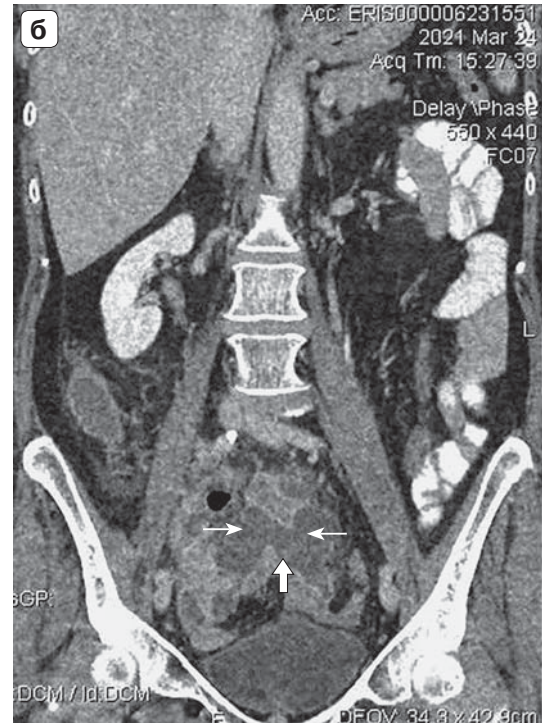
Abdominal and pelvic CT with bolus contrast – parenchymal phase. a – axial section; б – frontal reformation. Paraappendicular infiltrate (thick arrow) with abscess (thin arrows) in the right iliac region, spreading into the pelvic.
